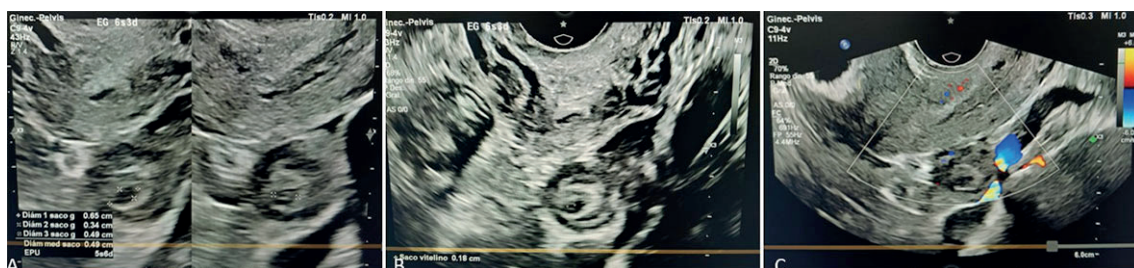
Ecografía transvaginal del ovario izquierdo. A. Imagen redondeada con saco gestacional y mediciones compatibles con 5.6 semanas de gestación. B. Visualización de saco vitelino de 0.18 cm dentro de la cavidad, sugerente de gestación ectópica de probable localización ovárica. C. Estudio Doppler color con vascularidad periférica sugerente de saco gestacional con probable implantación ovárica.
